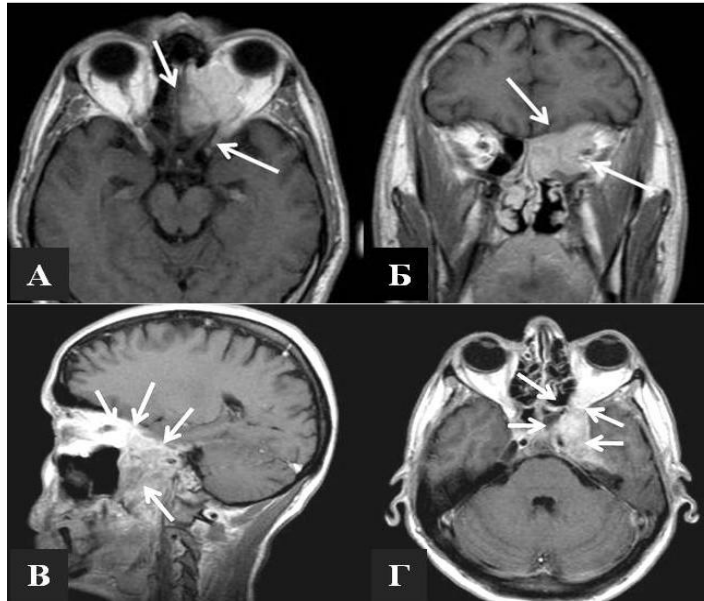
Примеры МРТ томограммы с контрастированием .
